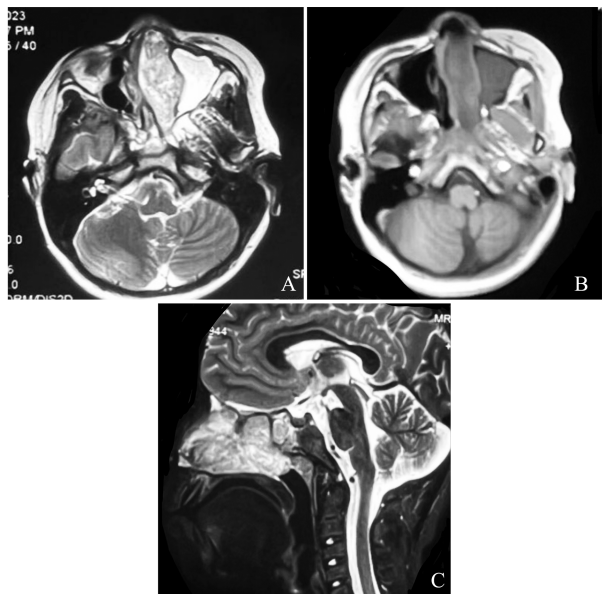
影像学检查增强 MRI 示左侧鼻甲区见团块状新生物
